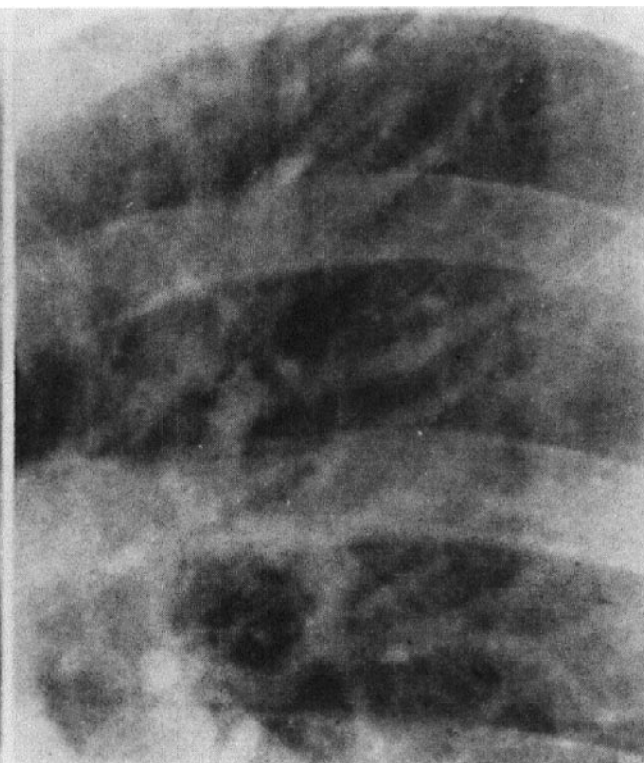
Прицільна рентгенограма верхнього легеневого поля ліворуч (вени розширені, що є ознакою центрального венозного типу застою)
